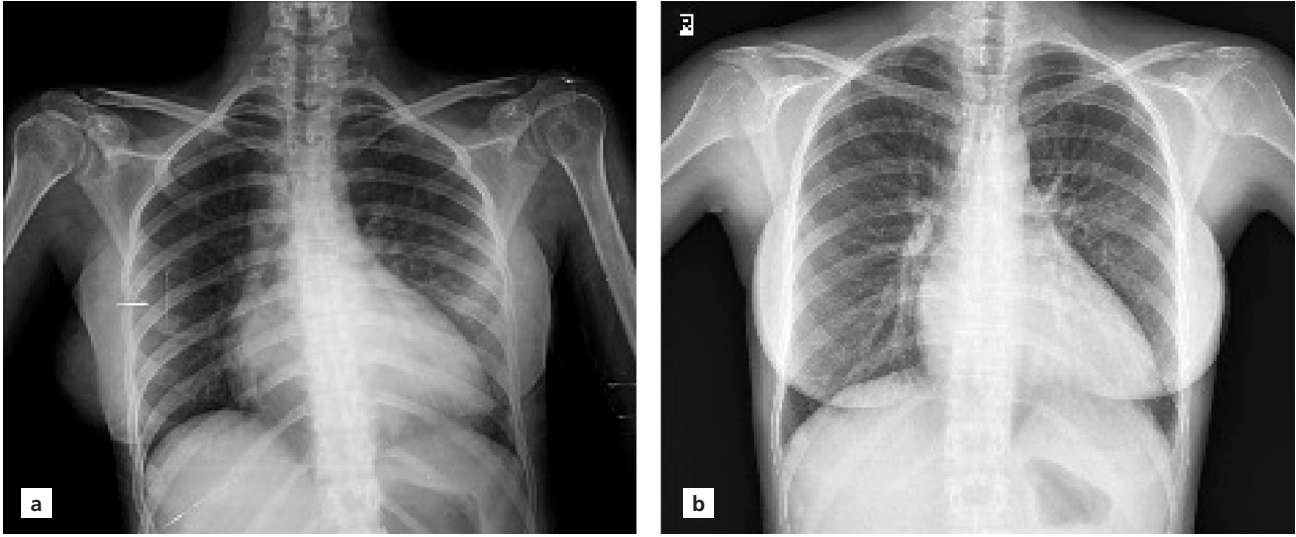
Tedavi öncesi akciğer grafisi.
